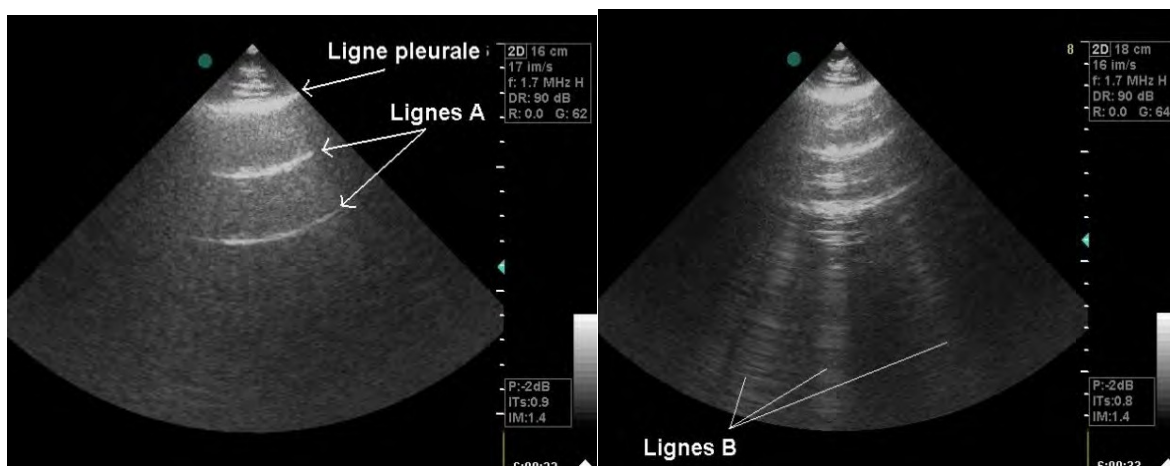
Visualisation des lignes pleurales en échographie
